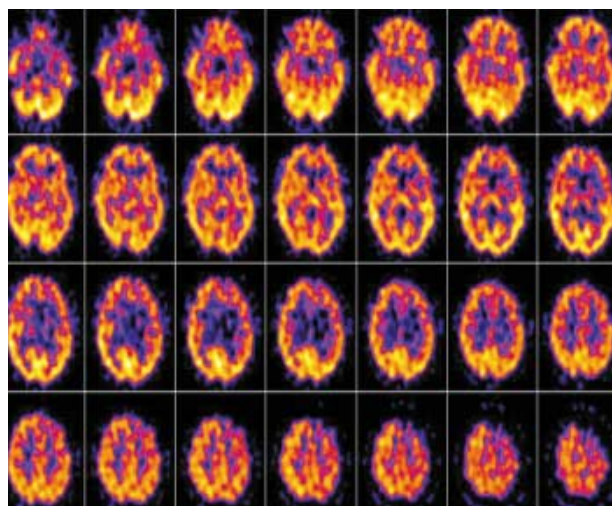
Brain SPECT. Brain Tc-99m HMPAO SPECT shows perfusion defect in the left frontal lobe.
